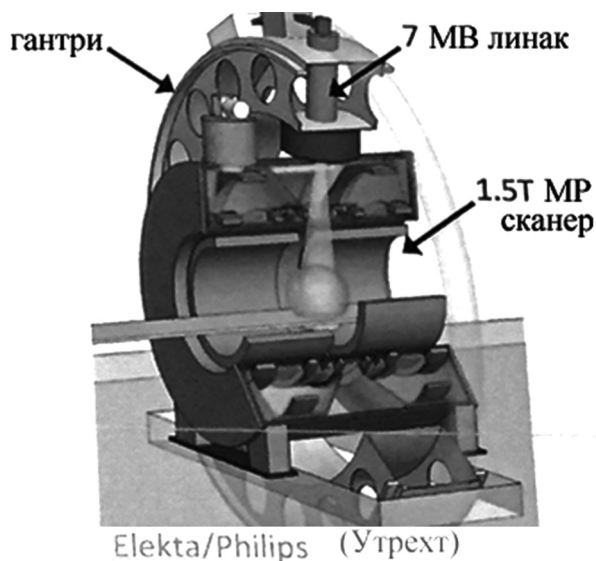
Разрезной магнитно-резонансный томограф, установленный на выходе пучка
